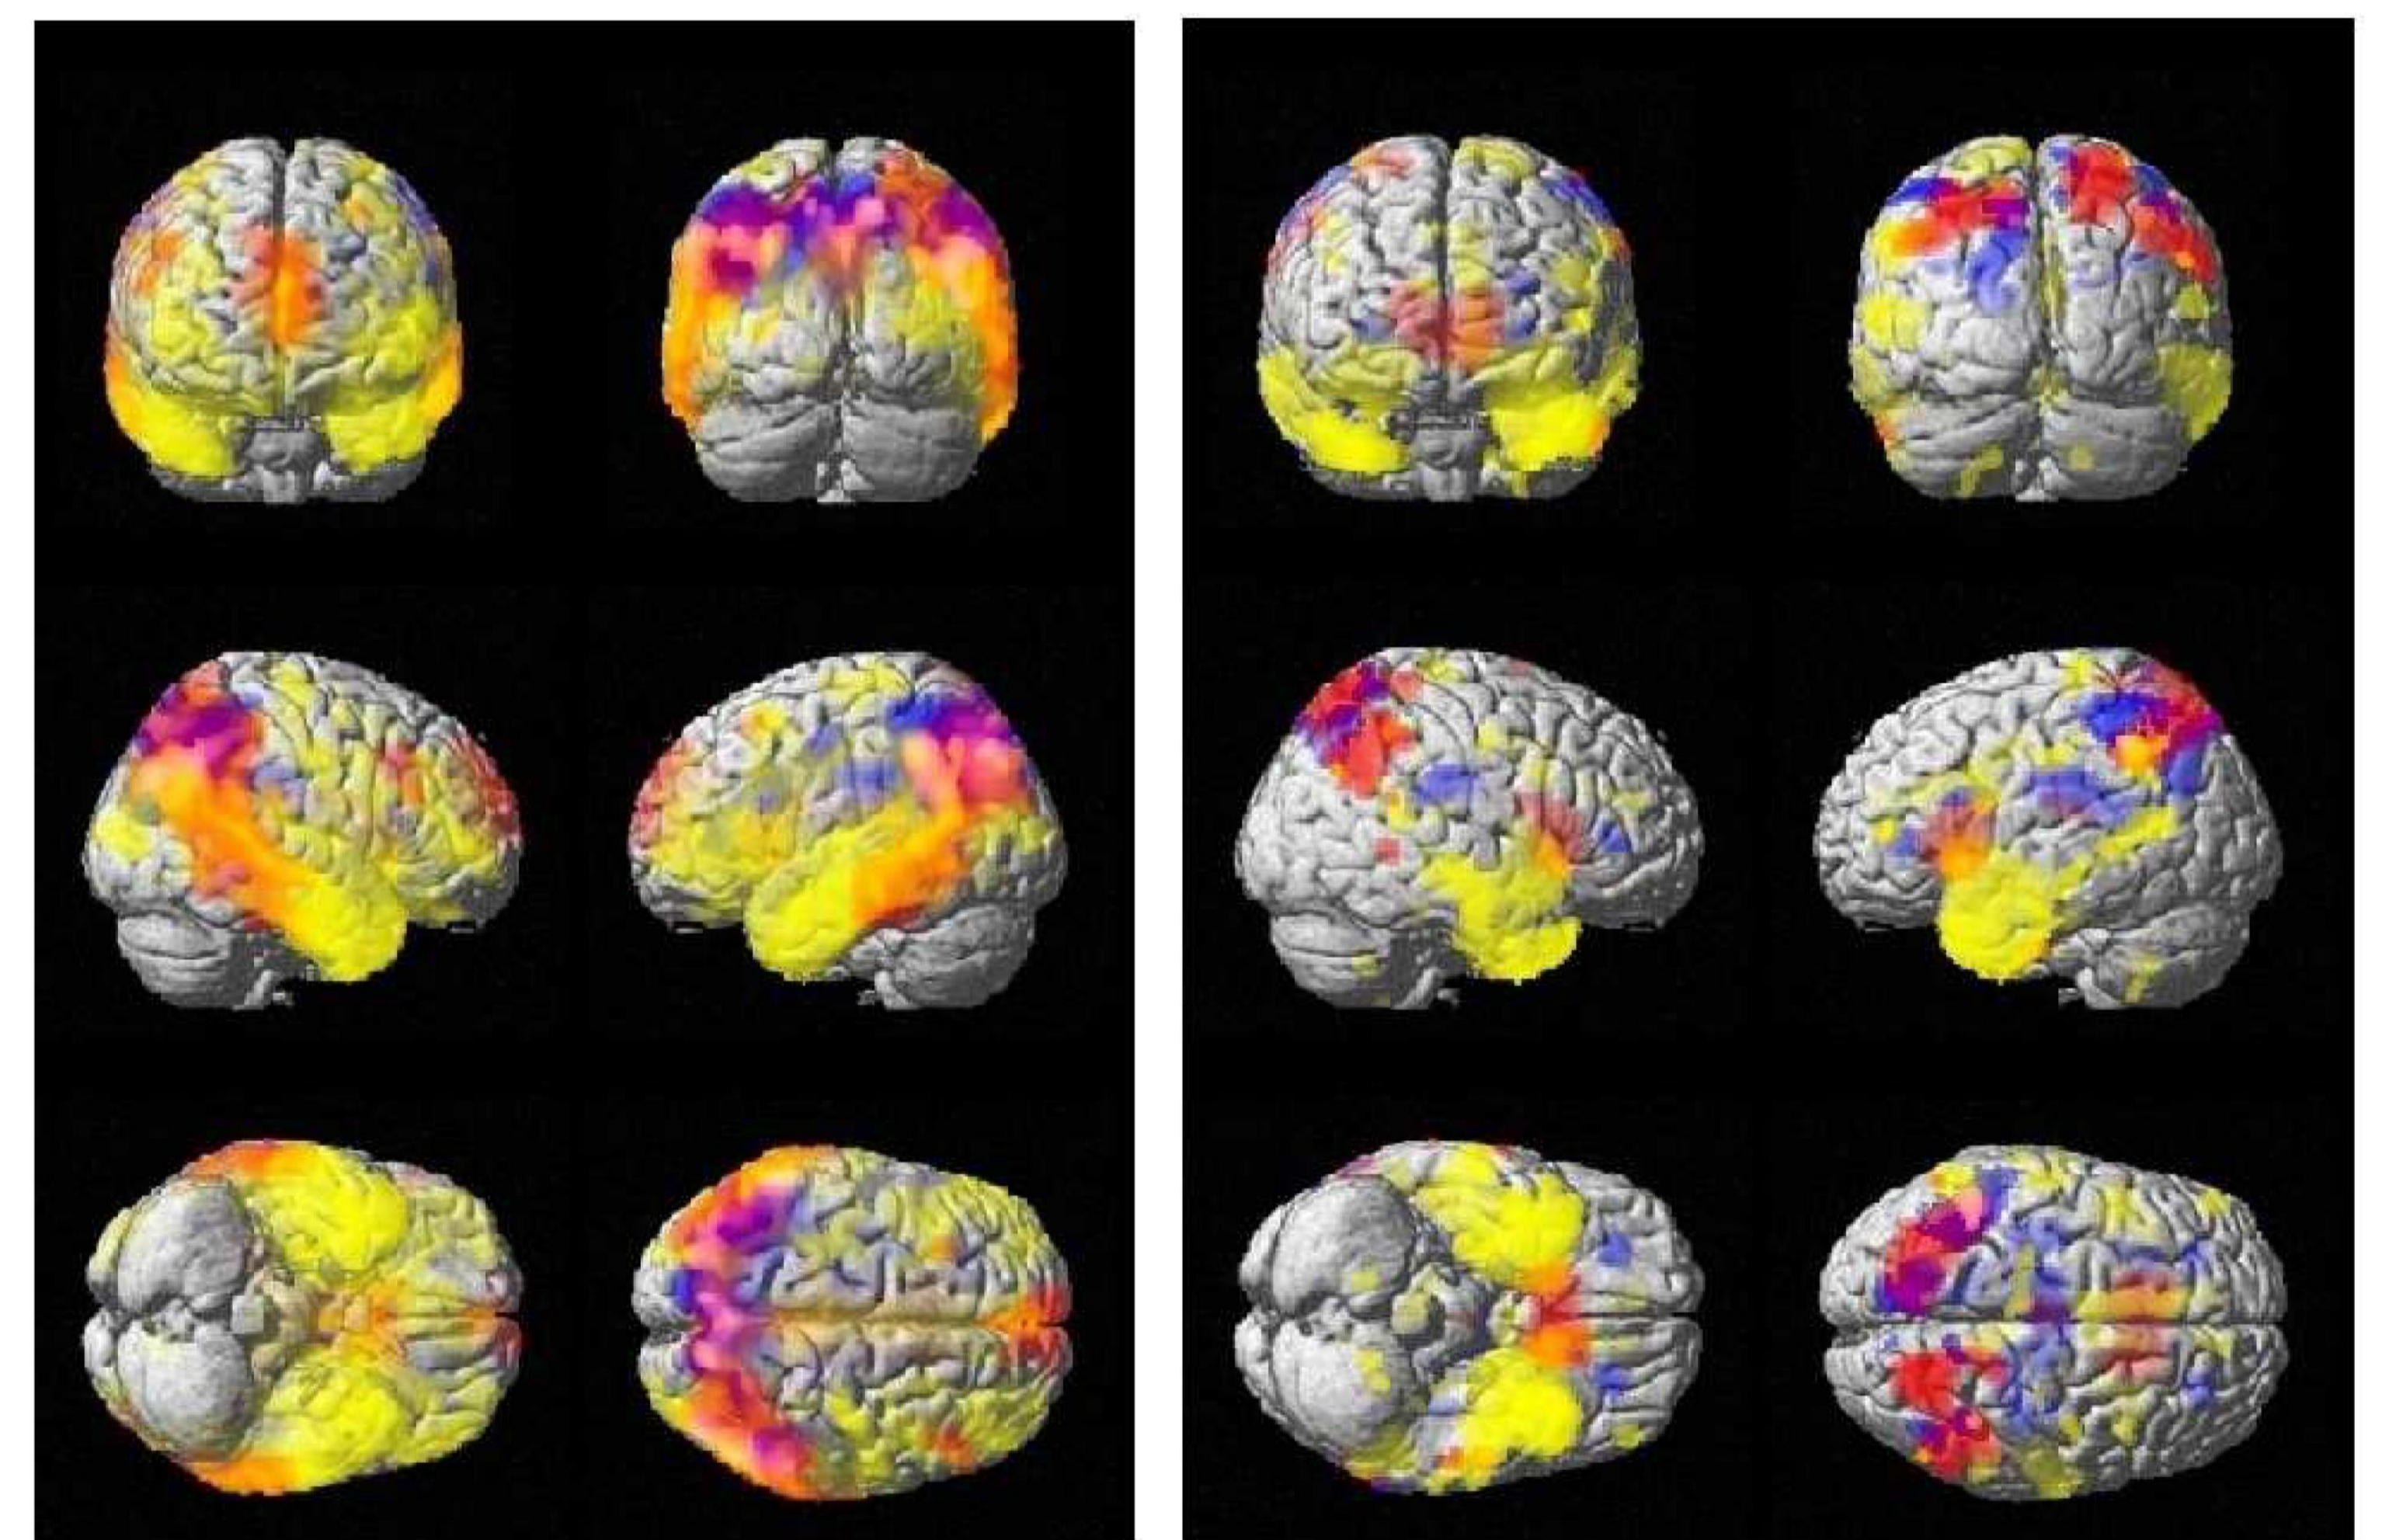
Voxelweiser statistischer Vergleich zwischen den Mustern der Atrophie (gelb), der Hypoperfusion (gemessen mittels PASL-MRT, blau) und des Hypometabolismus (18F-FDG-PET, rot) bei Patienten mit M. Alzheimer (links) und mit MCI (rechts), Unterschiede im Vergleich zu einem gesunden Normalkollektiv p<0,005.
